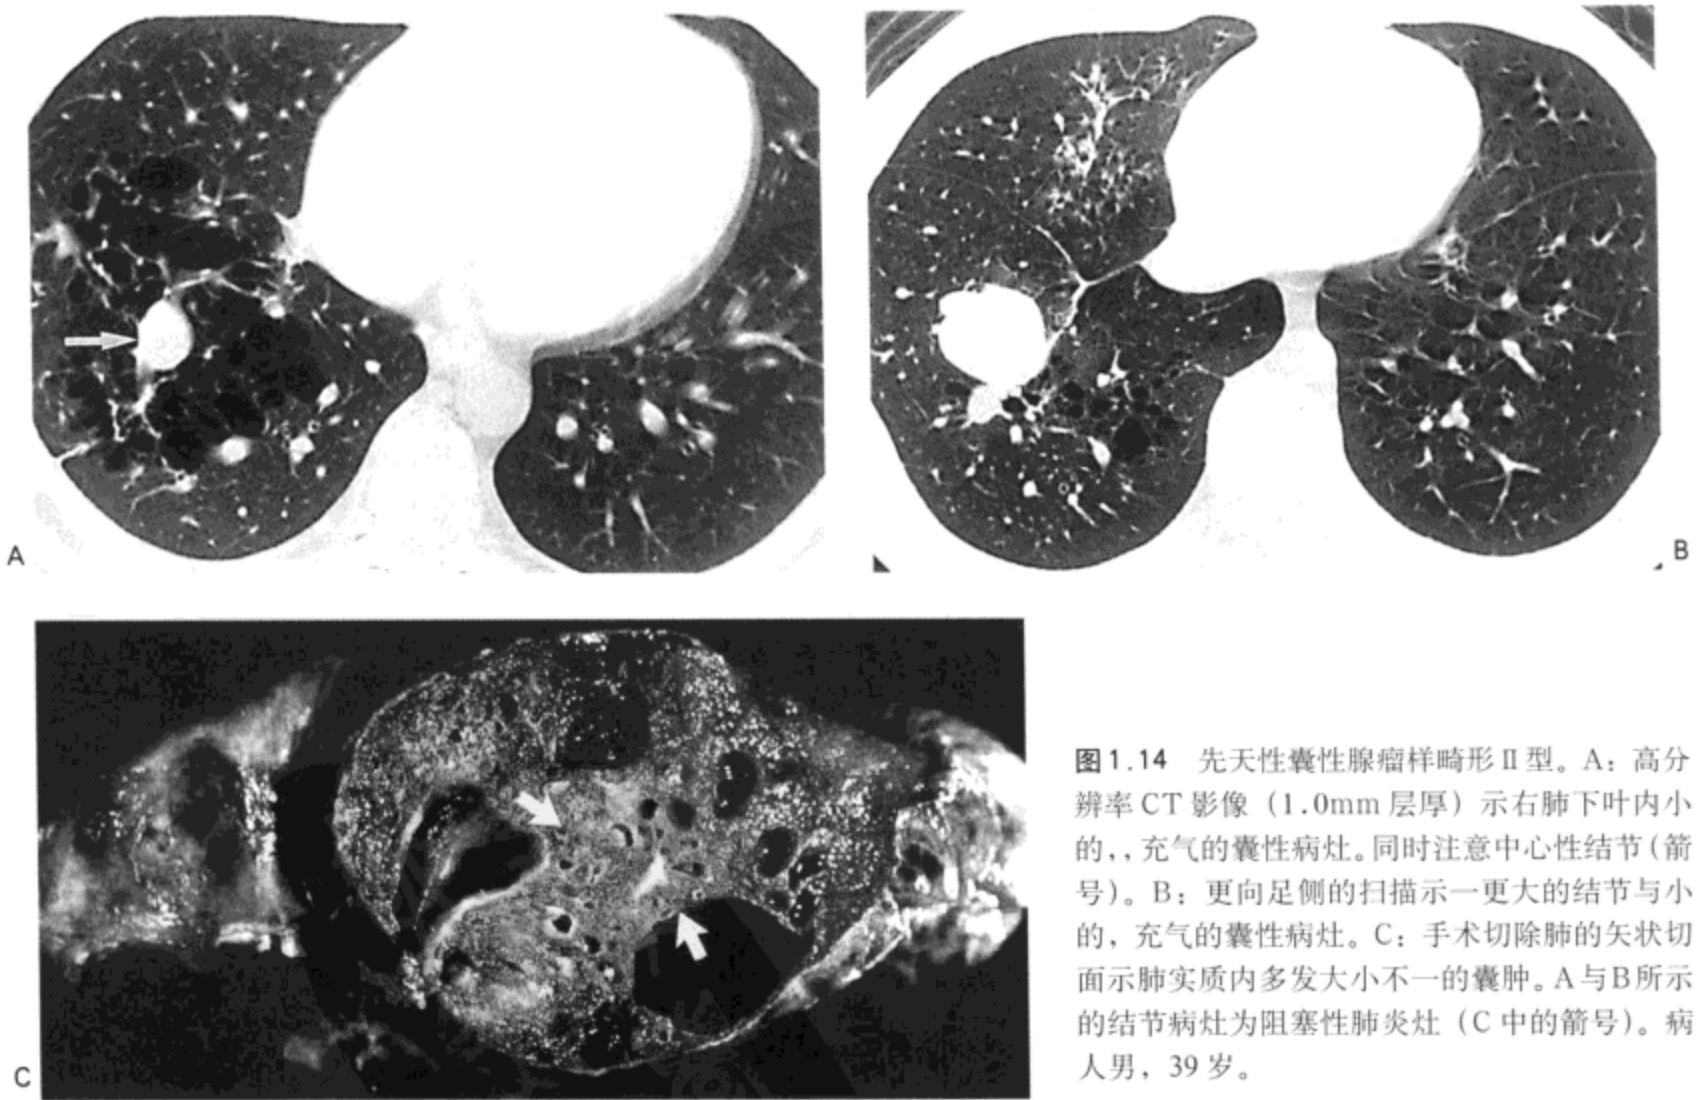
先天性囊性腺瘤样畸形Ⅱ型。A：高分辨率CT影像（1.0mm层厚）示右肺下叶内小的，充气的囊性病灶。同时注意中心性结节（箭号）。B：更向足侧的扫描示一更大的结节与小的，充气的囊性病灶。C：手术切除肺的矢状切面示肺实质内多发大小不一的囊肿。A与B所示的结节病灶为阻塞性肺炎灶（C中的箭号）。病人男，39岁。
